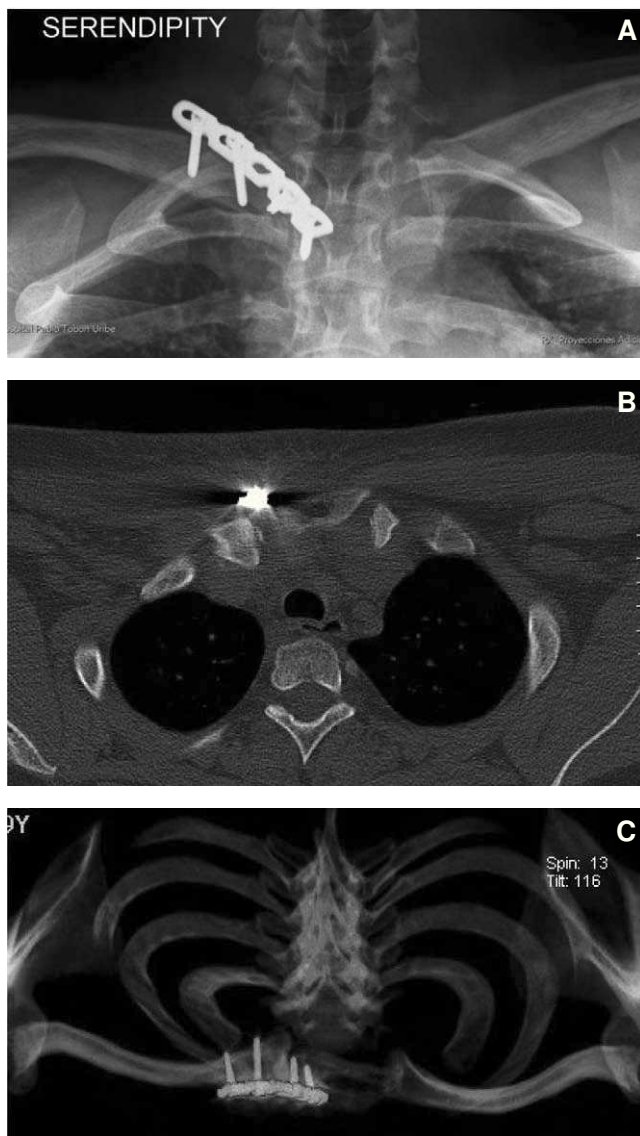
A: proyección de serendipia en el control posquirúrgico; se corrobora la adecuada reducción de la luxación y la posición del material de osteosíntesis. B: corte axial de tomografía computarizada de la articulación esternoclavicular derecha en el control posquirúrgico. C: tomografía computarizada con reconstrucción en 3D tomada en el control posquirúrgico; se resalta el material de osteosíntesis.
